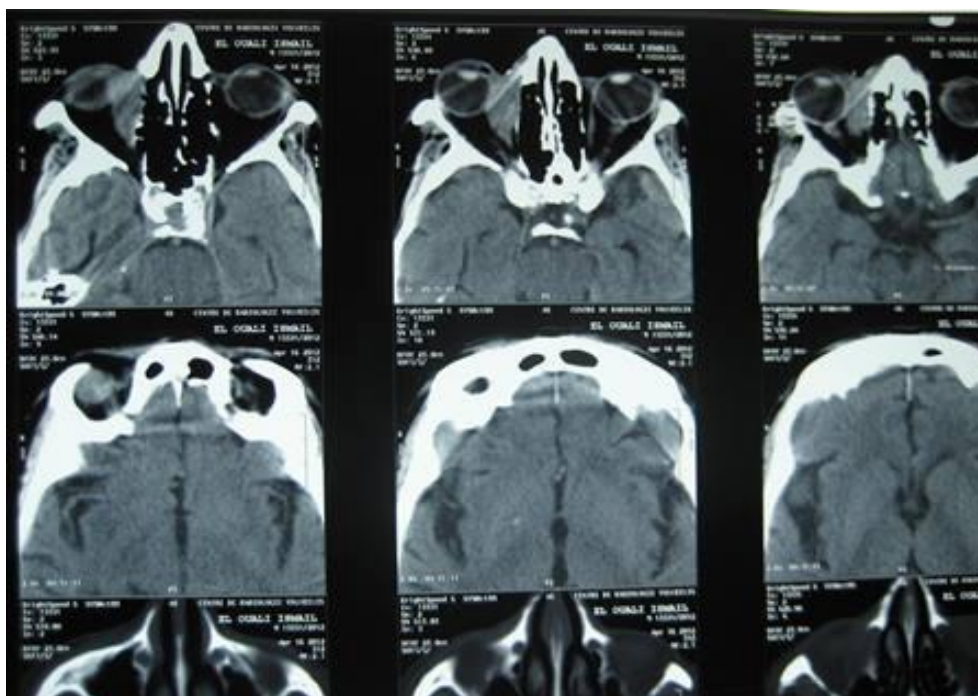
TDM orbitaire montrant l’envahissement du globe et du muscle droit interne
